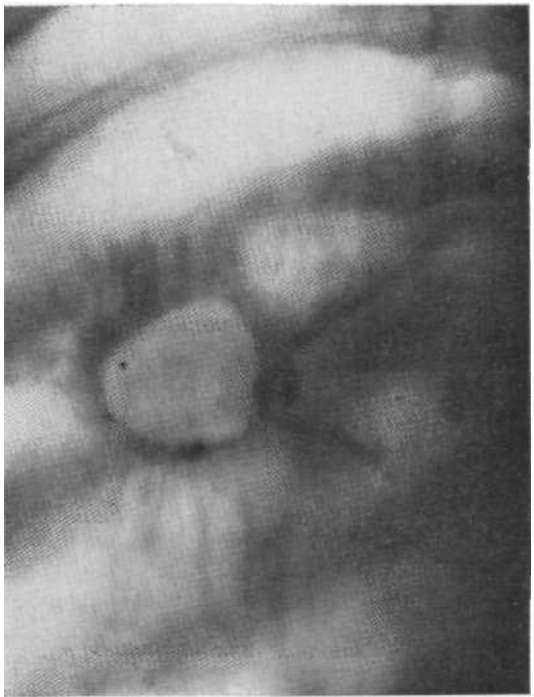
Томограмма в прямой проекции. Туберкулома в фазе прогрессирования: кавернизация, воспаление за пределами капсулы, очаговое обсеменение. Операция.
